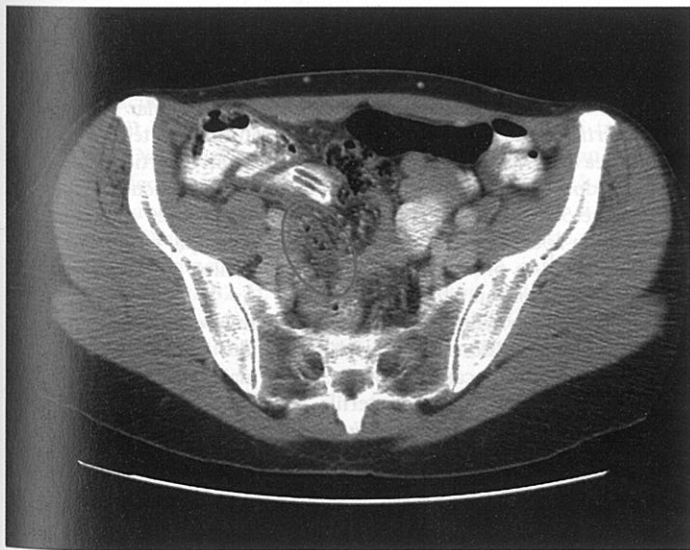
Apendicită acută la scanarea CT cu contrast, evidențiată de apendicele dilatat și umflat (cercul roșu)
